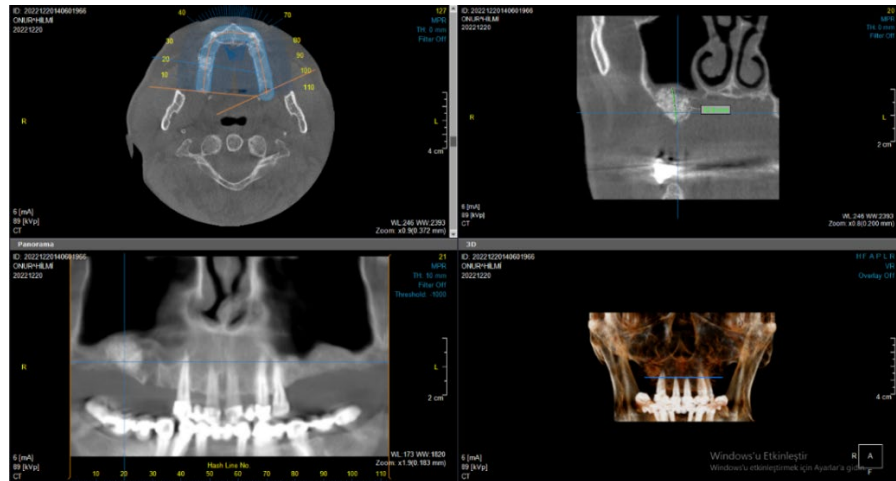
T-TZF Grubunun Tomografi Görüntüsünden Total Kemik Yüksekliği Ölçümü
